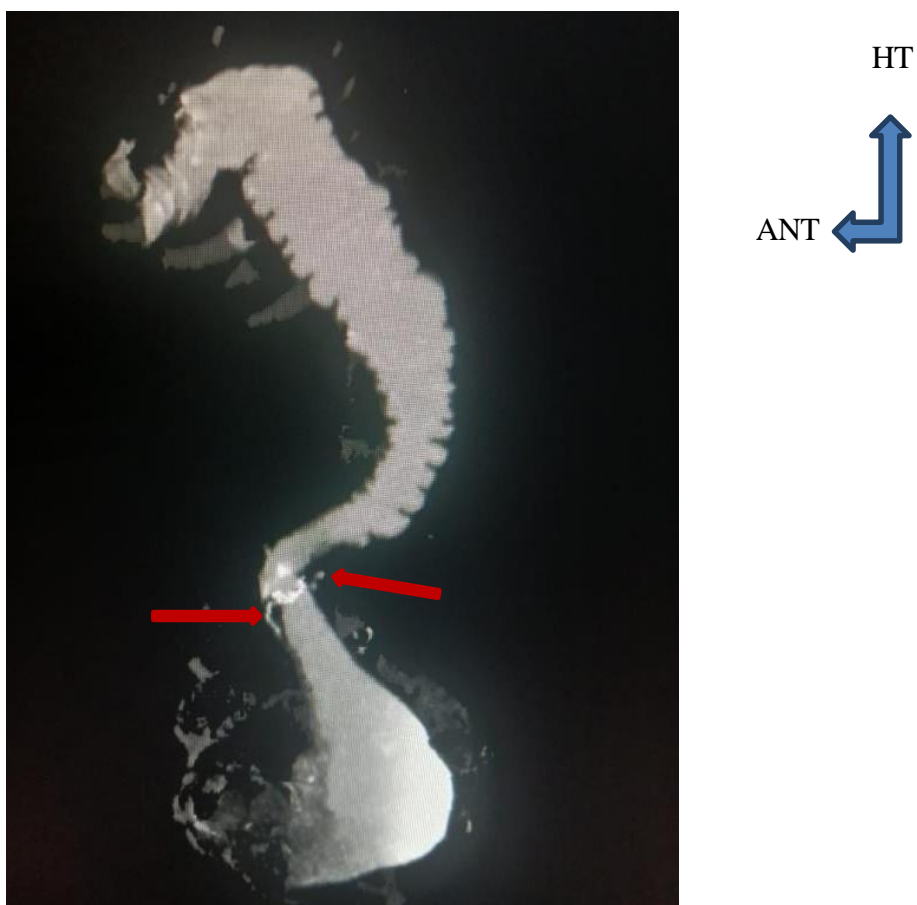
TDM abdominale après opacification en reconstruction VR montrant une fistule antérieure et postérieure sans communication avec les organes de voisinage (flèches rouges).
